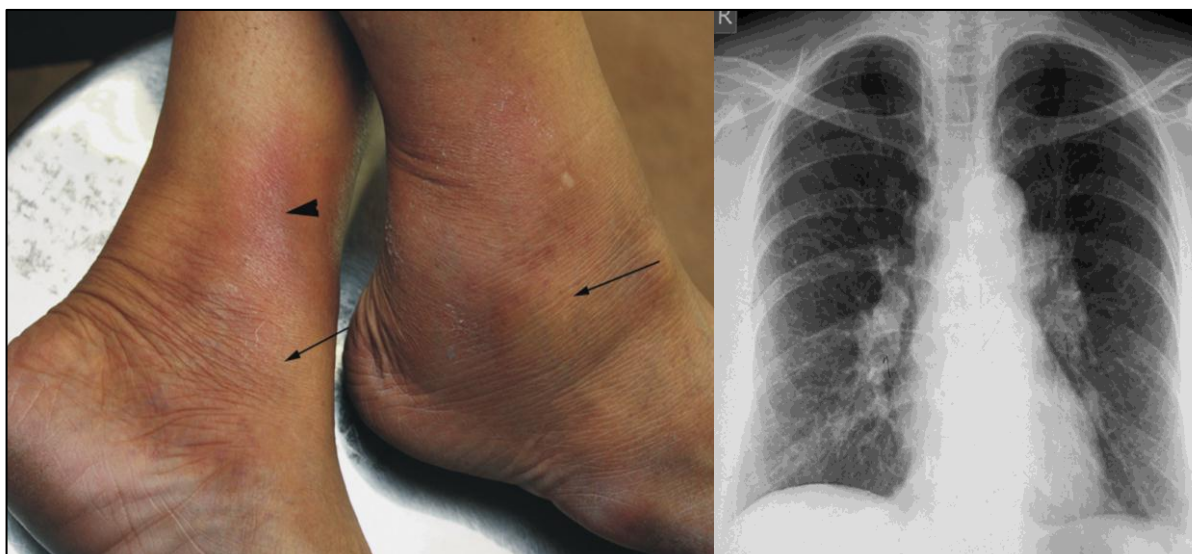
Síndrome de Löfgren. À esquerda, doente do sexo feminino com artrite bilateral da articulação tibiotársica (setas) e eritema nodoso (cabeça de seta). À direita, radiografia torácica da mesma paciente, onde se observam adenopatias hilares bilaterais. Retirado de *Sharma et al* (29).
